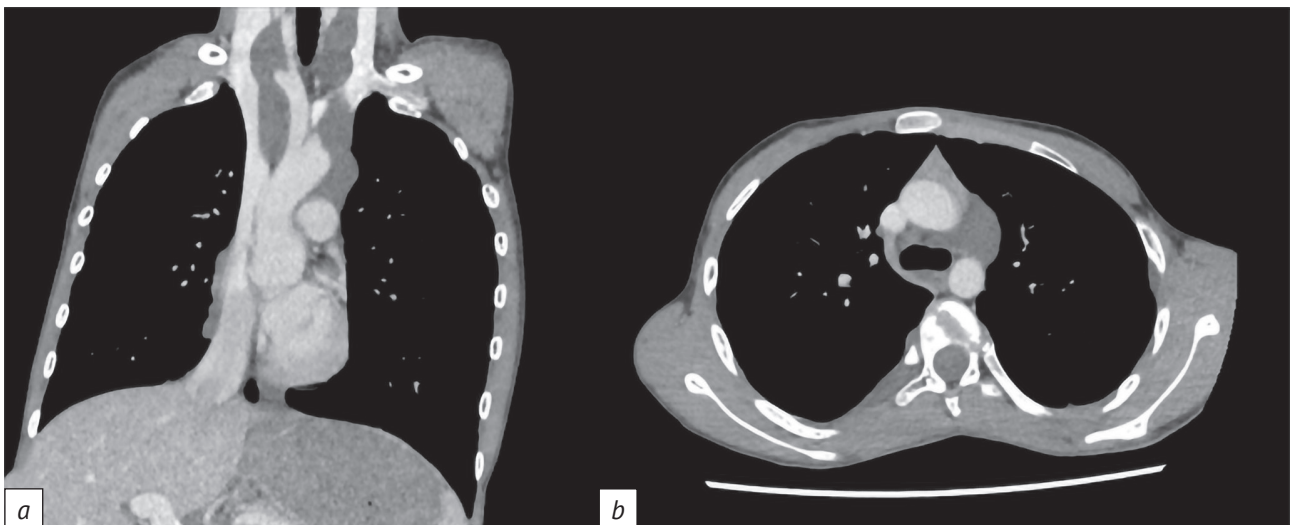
КТ органов грудной клетки с контрастным усилением в мягкотканном окне:
